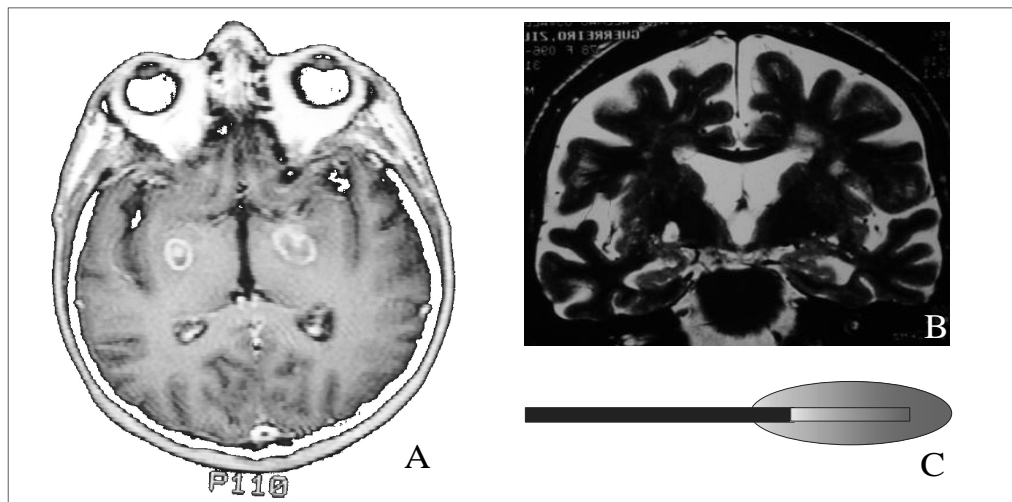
A - Ressonância magnética em corte axial de doente submetido a palidotomia bilateral; B - ressonância magnética em corte coronal apo palidotomia unilateral; C - Representação esquemática da lesão de radiofrequência induzida no encéfalo. Note que a lesão apresenta grosseiramente um aspecto elíptico e sua dimensão é relacionada mais ao comprimento da superfície exposta e menos com o diâmetro do eletrodo utilizado. A lesão induzida nesses indivíduos é irreversível e quando acomete estruturas funcionalmente importantes podem gerar incapacidade crônica.
